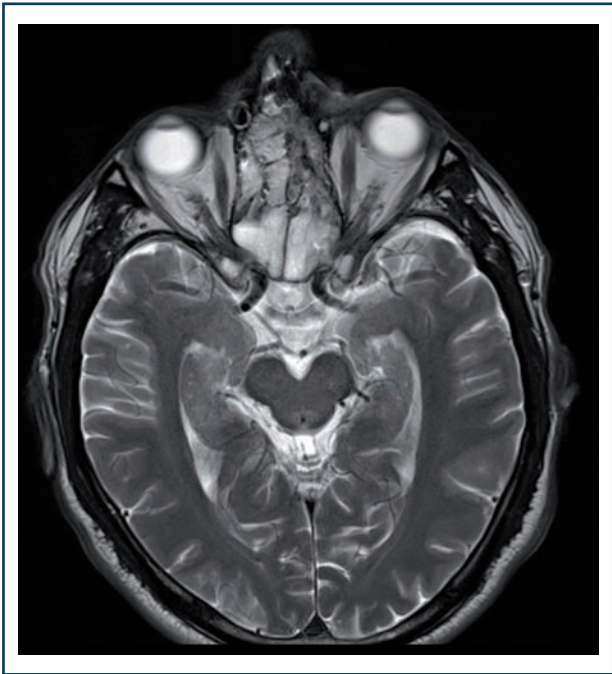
Examen IRM T2, perte partielle de la composante cérébriforme.
